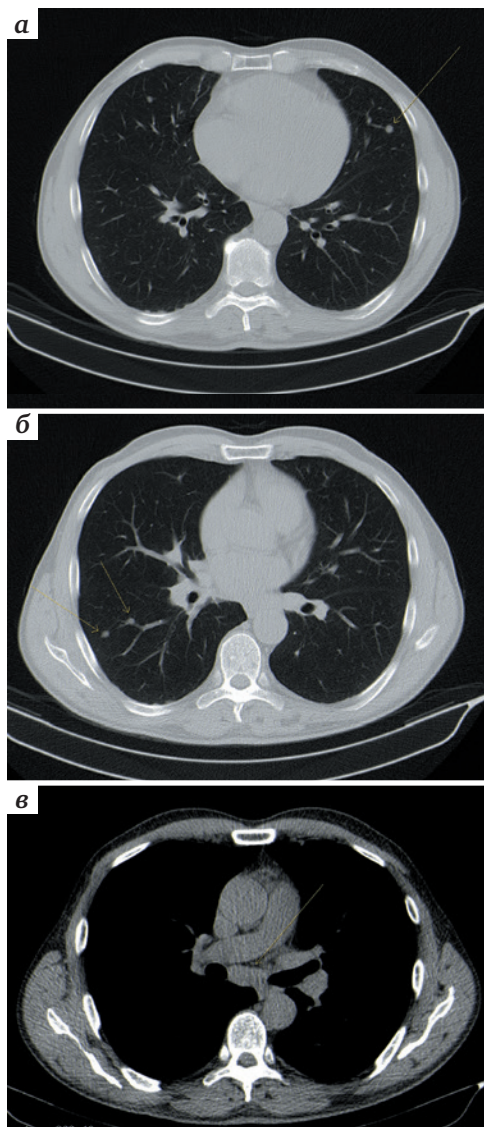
Компьютерная томография. Множественные очаговые изменения в легких (а, б); конгломерат внутригрудных лимфатических узлов (в)
